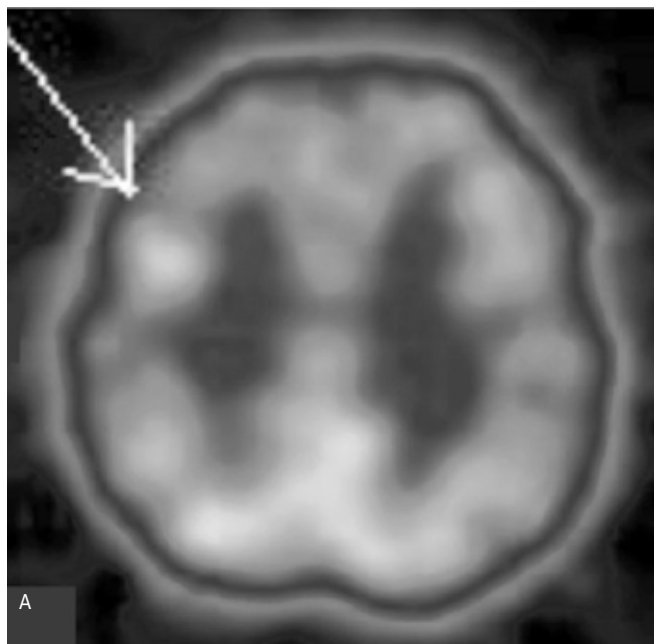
Imágenes axiales (A) y coronales (B y C) con ECD- 99mTc SPECT (Tomografía Computada por Emisión de Fotón Único) con zona hipercaptante del radio trazador a nivel fronto-orbitario derecho, compatible con foco ictal. CBA
